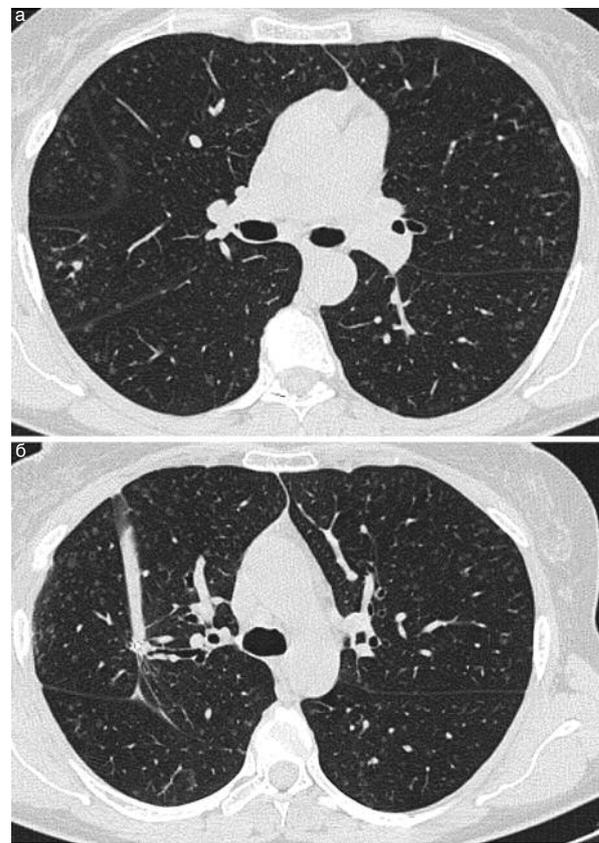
КТ ОГК, контроль: а – от 27.07.2017; б – 07.12.2017.
